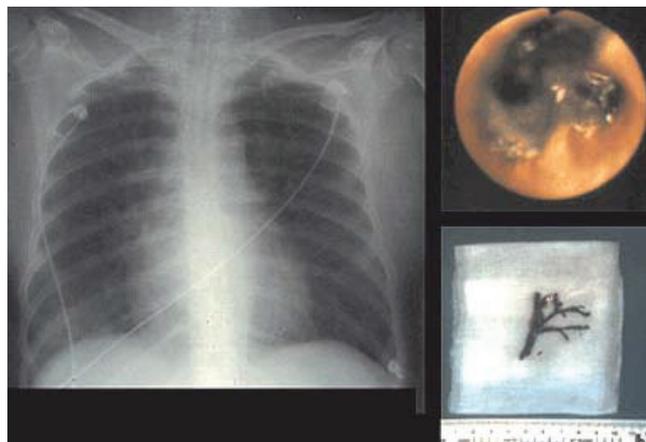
Рентгенограмма больного после ожога дыхательных путей. Просвет бронха обтурирован слепком сажи
